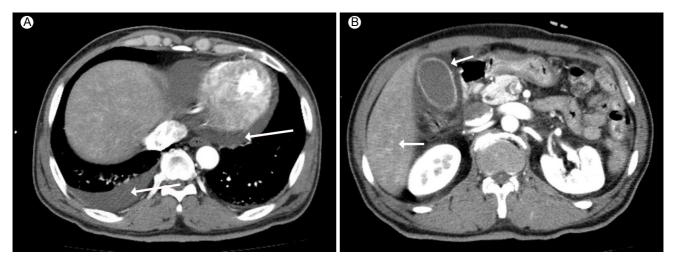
Abdominal computed-tomography (CT) findings. CT scan shows pleural and pericardial effusion (A, arrows). CT scan shows hepatic congestion (B, arrows).
